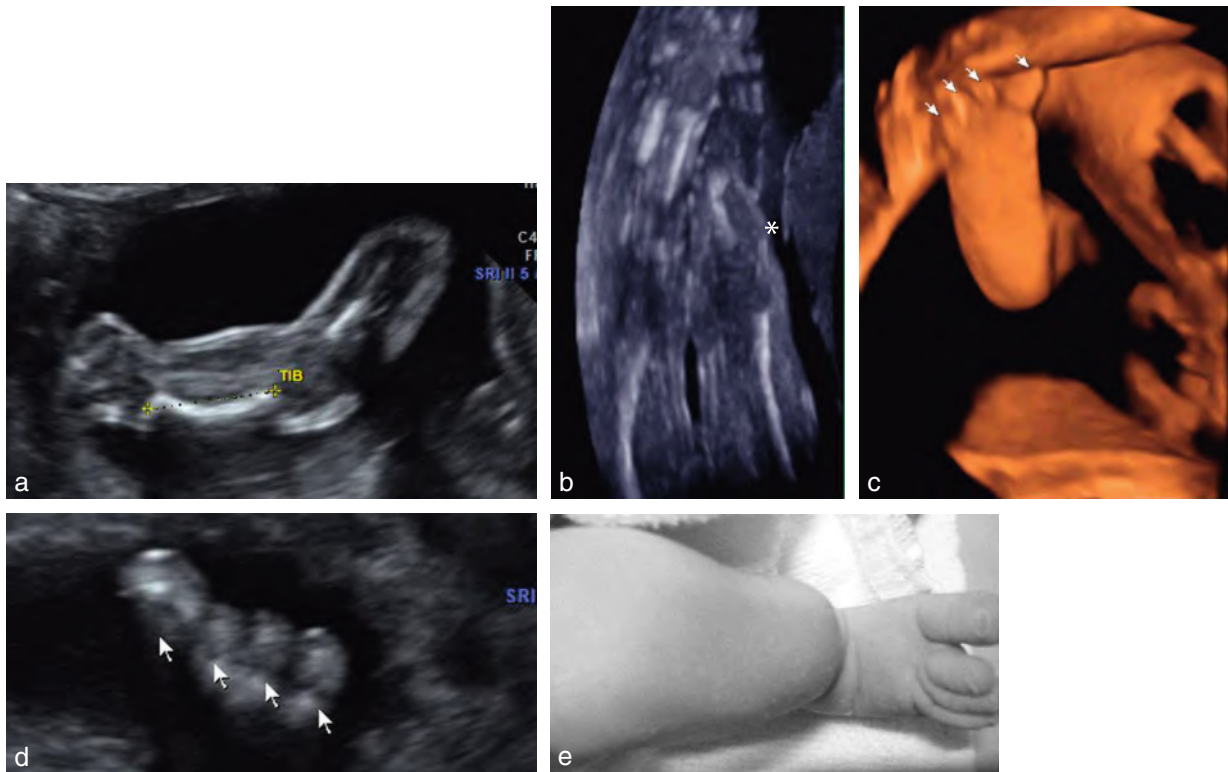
Agénésie péronière unilatérale et de l'orteil externe. 28 SA. a. Mesure du tibia qui est court et discrètement convexe vers l'avant. b. Reconstruction 3D mode osseux des membres inférieurs. Le membre inférieur gauche est normal. Au niveau du membre inférieur droit (*), on note l'absence de péroné et une jambe un peu plus courte. c, d et e. Aspect du pied en échographie et chez le nouveau-né où il existe quatre orteils (→). L'orteil externe est absent.
